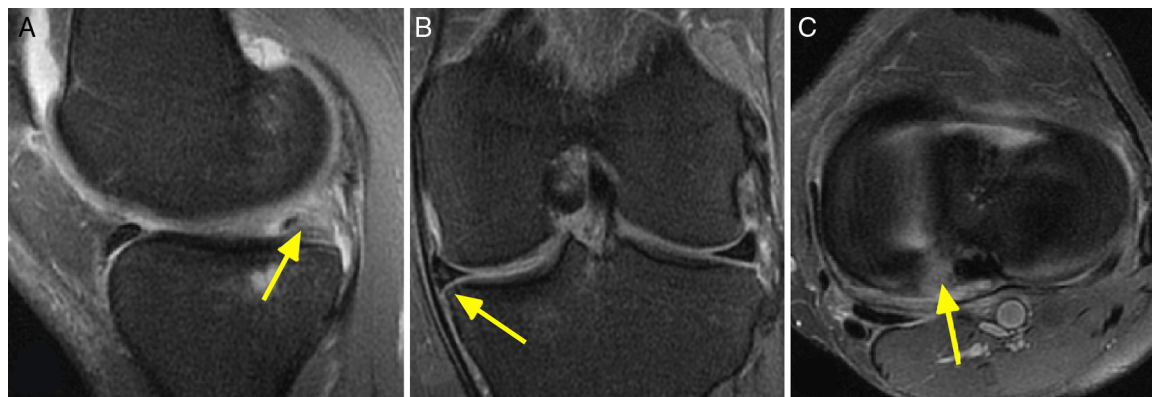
Imagem de ressonância magnética ponderada em T2 de um joelho esquerdo com lesão da raiz posterior do menisco medial. Demonstra: A) corte sagital que evidencia o sinal do fantasma (*ghost sign* – seta amarela); B) corte coronal, no qual é possível observar a extrusão do menisco medial (seta amarela), e C) corte axial que demonstra um aumento de sinal na área de inserção posterior do menisco medial e indica uma lesão radial desta raiz.
